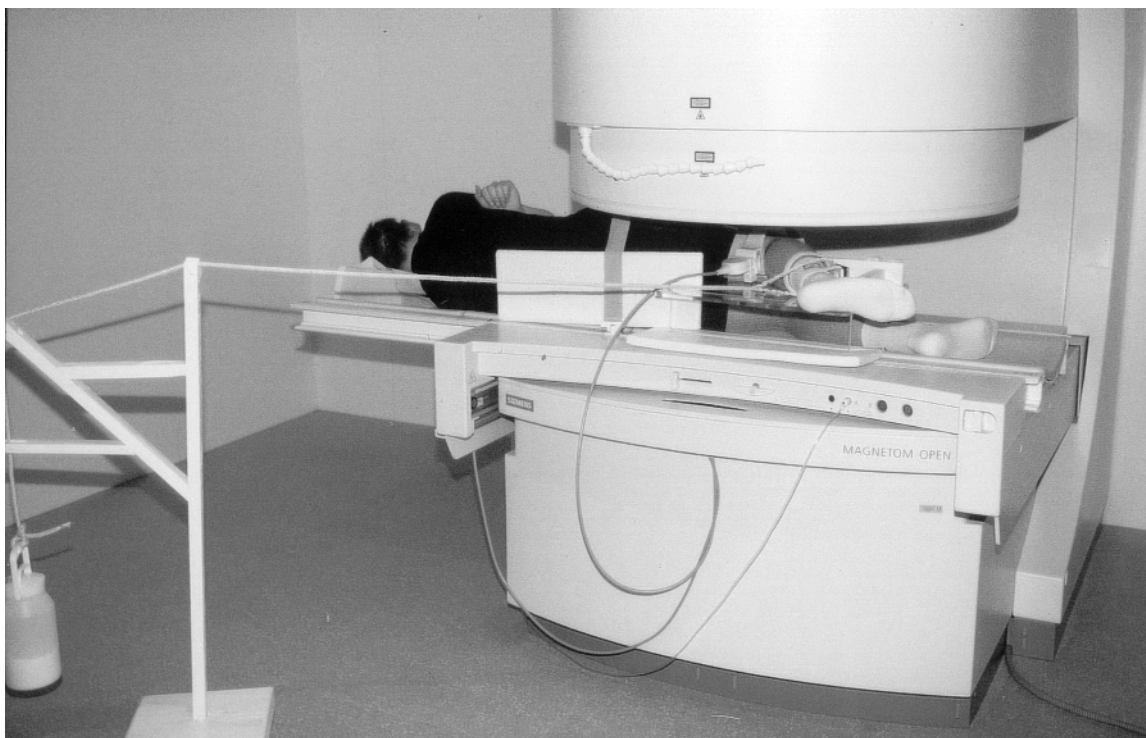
Proband im offenen MRT Gerät
